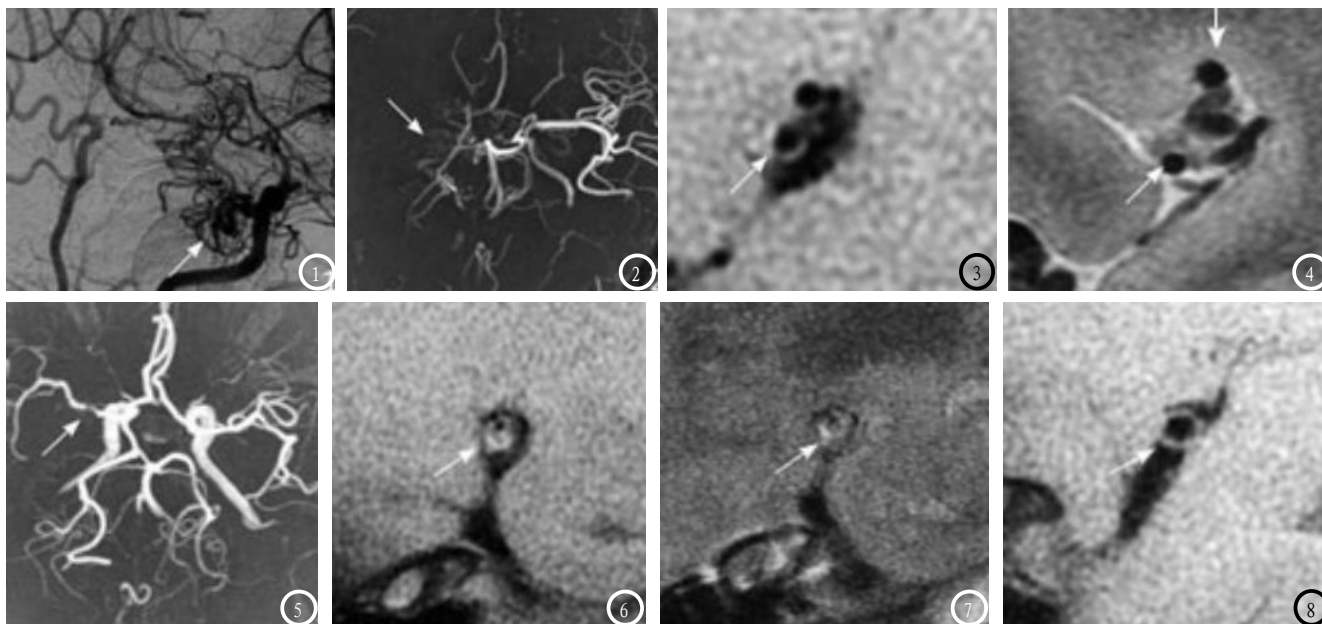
女, 30岁, MMD。图1 DSA造影示右侧MCA主干近段狭窄伴烟雾血管形成(箭头); 图2 MRA示右侧ICA主干纤细, MCA主干近端高度狭窄, 且狭窄段周围多发细小血管影(箭头); 图3-4: HR-MRI矢状位T1WI及T2WI示右侧MCA主干近段管腔向心性狭窄、管壁信号均匀且周围血管增多, 如箭头所示。图5-8 男, 50岁, ICAD。图5 MRA示右侧MCA主干近段节段性狭窄(箭头), 远端分支稀疏; 图6-7 HR-MRI矢状位T1WI及T2WI示右侧MCA主干近段管腔偏心性狭窄、管壁信号不均匀, 周围无血管增多(箭头); 图8 HR-MRI矢状位T1WI示右侧MCA相对正常近心端管腔(箭头)。
